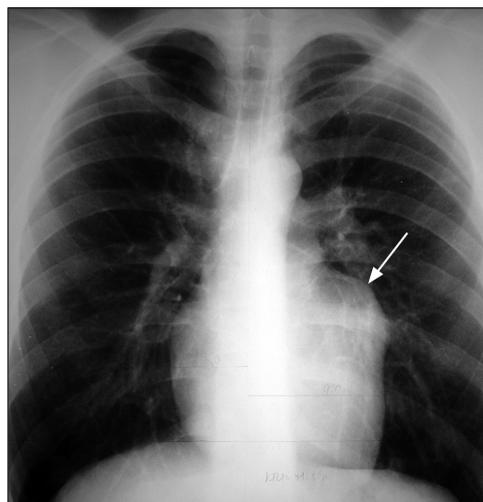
Рентгенограмма больного М., 19 лет, до операции. Стрелкой отмечено выбухание тени сердца.
